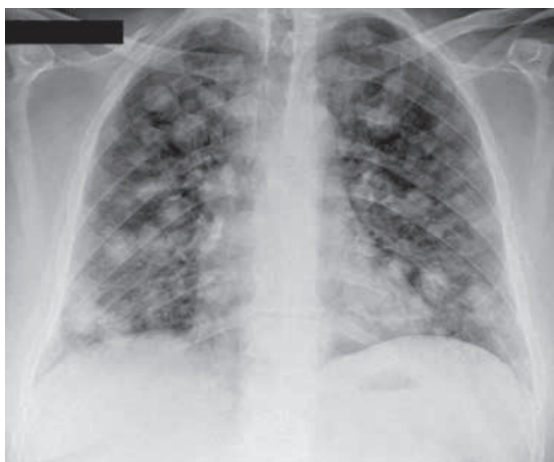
Radiografía simple de tórax: metástasis múltiples pulmonares, afecto de carcinoma embrionario testicular.
